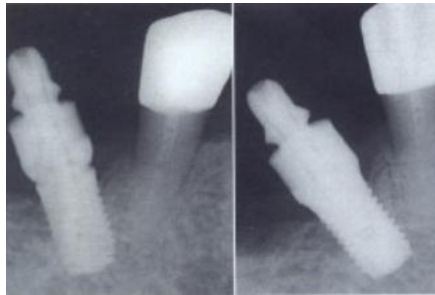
vérification radiographique du bon emboitement du transfert sur l'implant.
